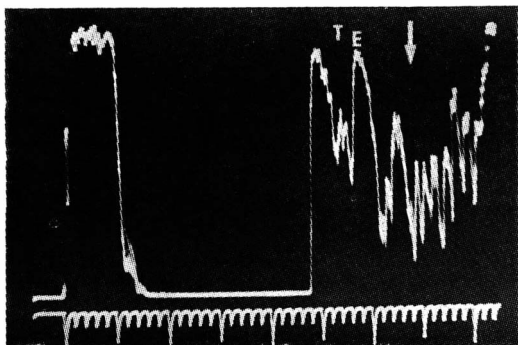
Ecografia A mostrando um tumor intraocular de média refletividade (T) com eco escleral nítido (E) adjacente ao tumor orbitário (seta).
